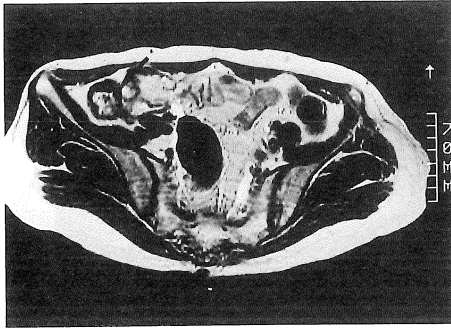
T₂-weighted MR image.
